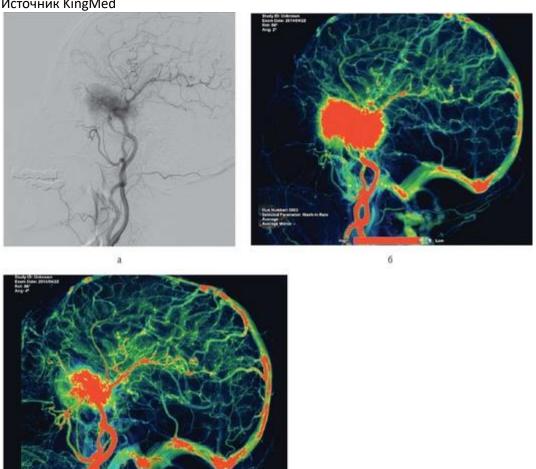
Церебральная ангиография до (а, б) и после (в) эндоваскулярной эмболизации сосудов менингиомы крыла основной кости. Цветовые изображения (карты по времени достижения пика, РТТ) отображают изменения перфузии опухоли до (б) и после (в) эмболизации
